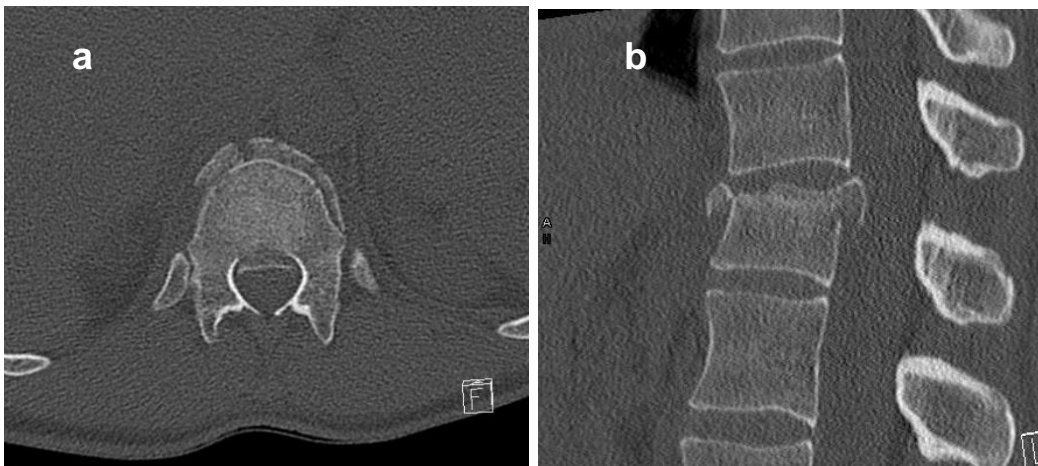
a+b: BWK 12 Typ A3 Fraktur im CT axial (a) und sagittale Rekonstruktion (b); bei nicht sicher auszuschließender Beteiligung der dorsalen Strukturen (B-Komponente) MRT Diagnostik indiziert
